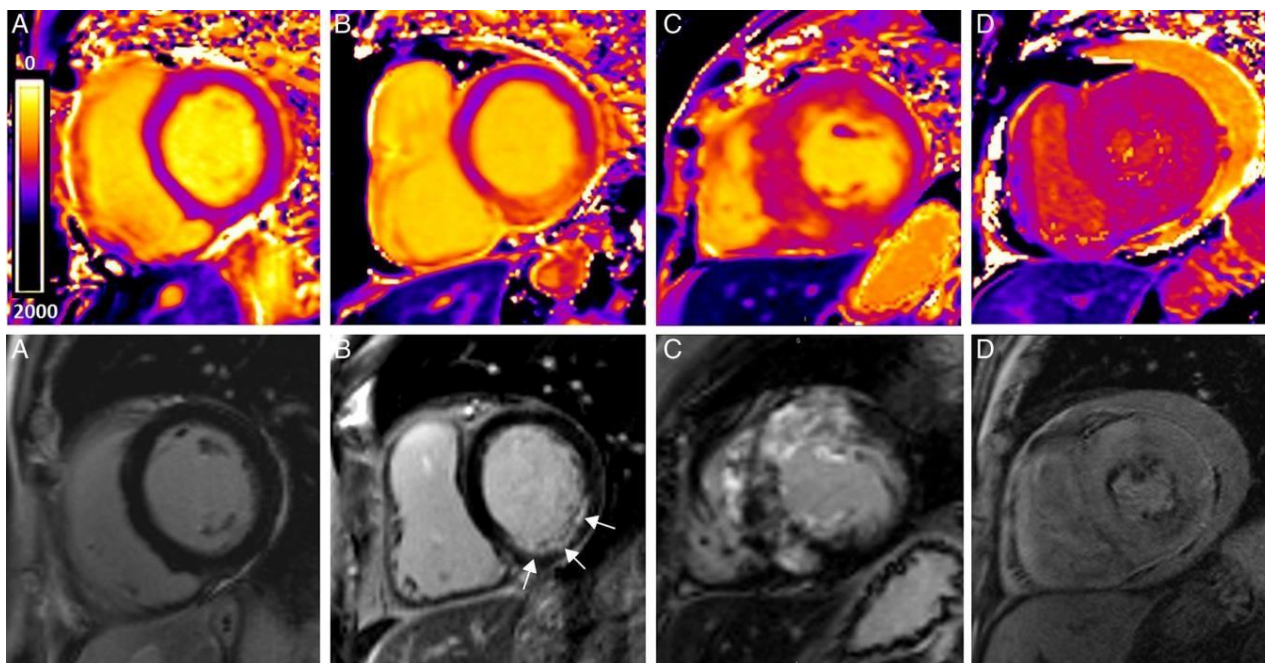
RM con mapa de T1 y el corte correspondiente con la secuencia de realce tardío con gadolinio. A) Sujeto con miocardio normal. B) Infarto agudo de miocardio: el miocardio infartado y edematoso aparece en naranja. C) Miocardiopatía hipertrófica. D) Amiloidosis: Realce difuso en la secuencia con gadolinio y aspecto grumoso anaranjado en el mapeo T1²⁹.
